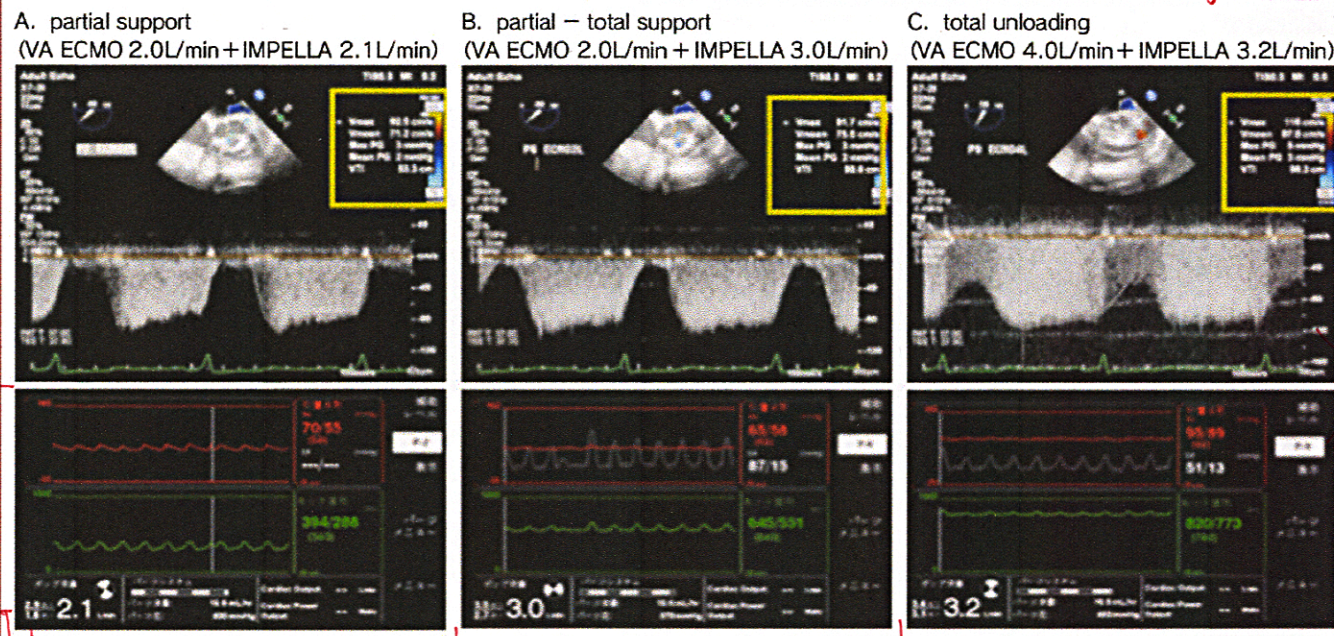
経食道エコーによる ECPELLA 患者の MCS 流量変化に伴う左前下行枝血流速度の変化
